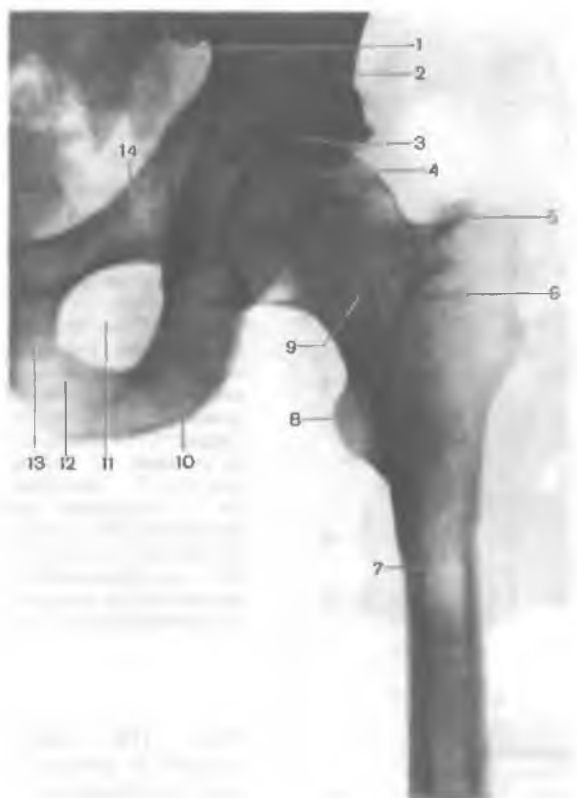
Рентгенограмма тазобедренного сустава, левого.
